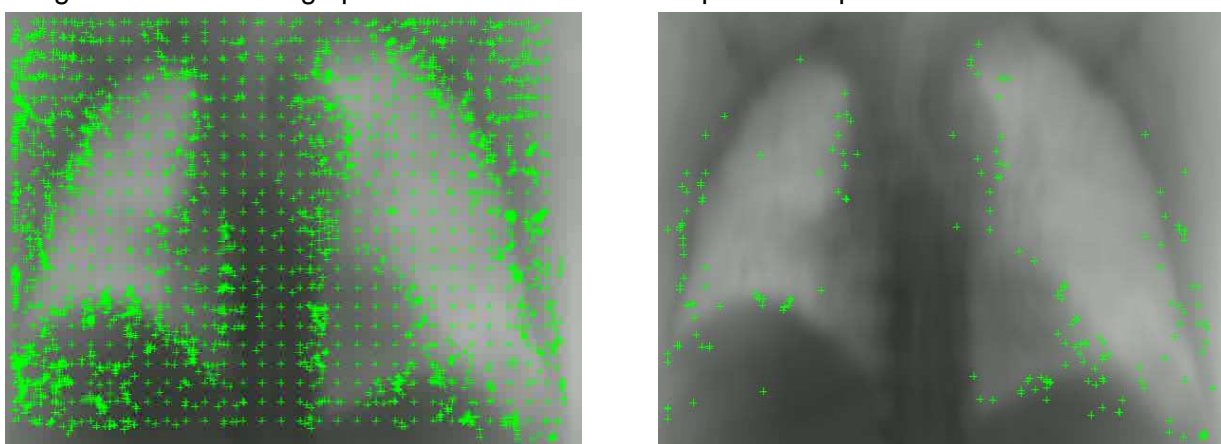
A gauche, projection Cone Beam CT avec les points d'intérêt positionnés et les points des trajectoires définies à l'instant t du cycle respiratoire. A droite, points des trajectoires correspondant aux signaux sélectionnés en fonction de la durée et de l'amplitude moyenne des signaux.
